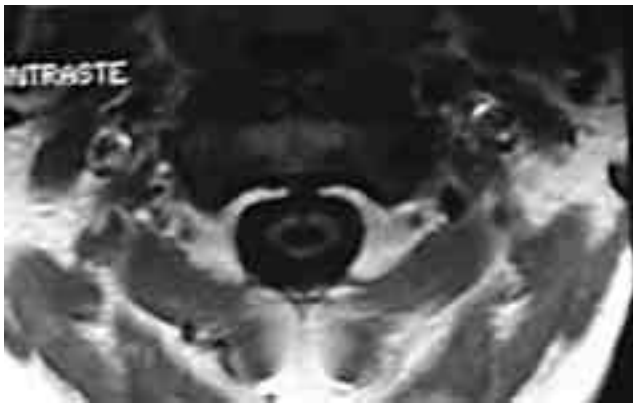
RM en un corte transversal a nivel cervical que muestra una siringomielia muy importante.
